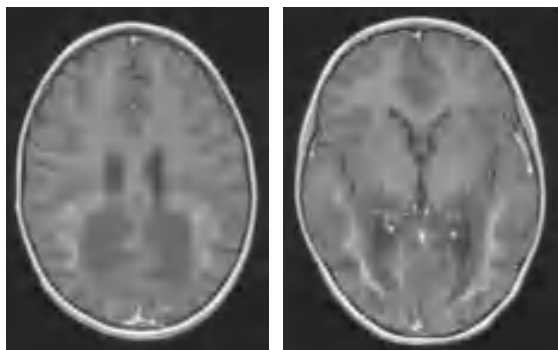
A) leukodystrofia globoidalna (choroba Krabbego) u 11-miesięcznego chłopca. W RM lekka hiperintensywność istoty białej mózgu w sekwencjach T2-zależnych i ogniskowo w odnogach tylnych torebek wewnętrznych w miejscu dróg piramidowych; B) silna hiperintensywność istoty białej mózdzku.
